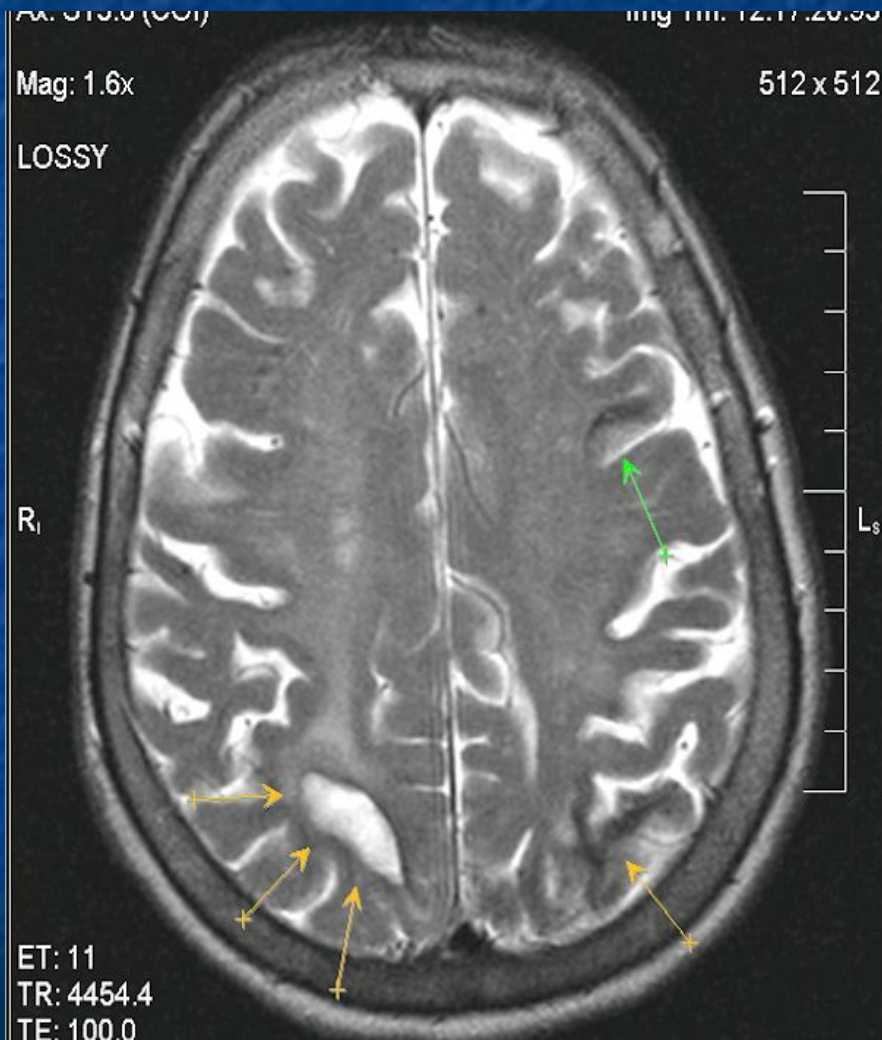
Церебральная амилоидная ангиопатия у пациента 60 л. МРТ в режимах T2 (а) и T1 (б) — на фоне атрофии мозга с расширением наружных субарахноидальных пространств и боковых желудочков выявляются множественные участки небольших кровоизлияний в хронической стадии, определяемые как участки сниженного сигнала в режиме T2 (а). В режиме T2-градиентное эхо (в) более четко выявляются мелкие петехиальные кровоизлияния субкортикальной локализации, не определяемые на рутинной МРТ.
